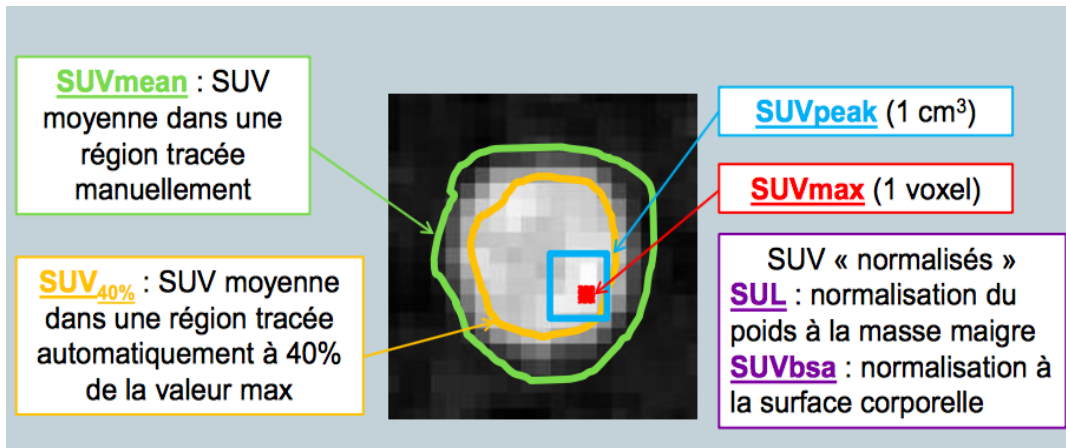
les différents types de SUV
